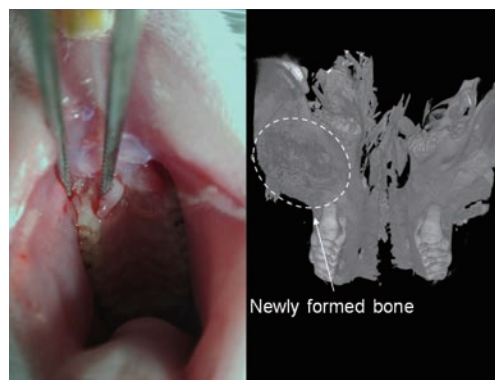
図 移植部位 : 右, 移植後2週の μ CT像 : 左
